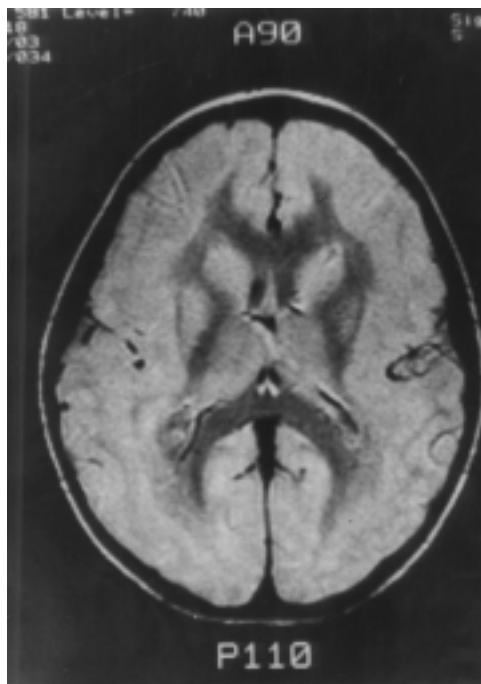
Heterotopía "en banda". La RM en corte axial muestra la doble corteza bilateral.
